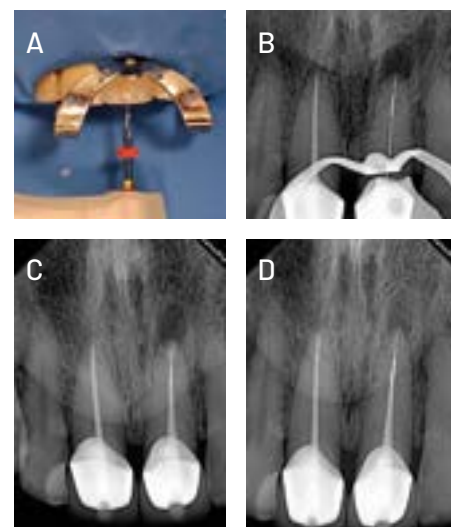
A) Preparación biomecánica. (B) Radiografía de sobrepase. (C) Radiografía postoperatoria. (D) Radiografía de control de 1 año.
